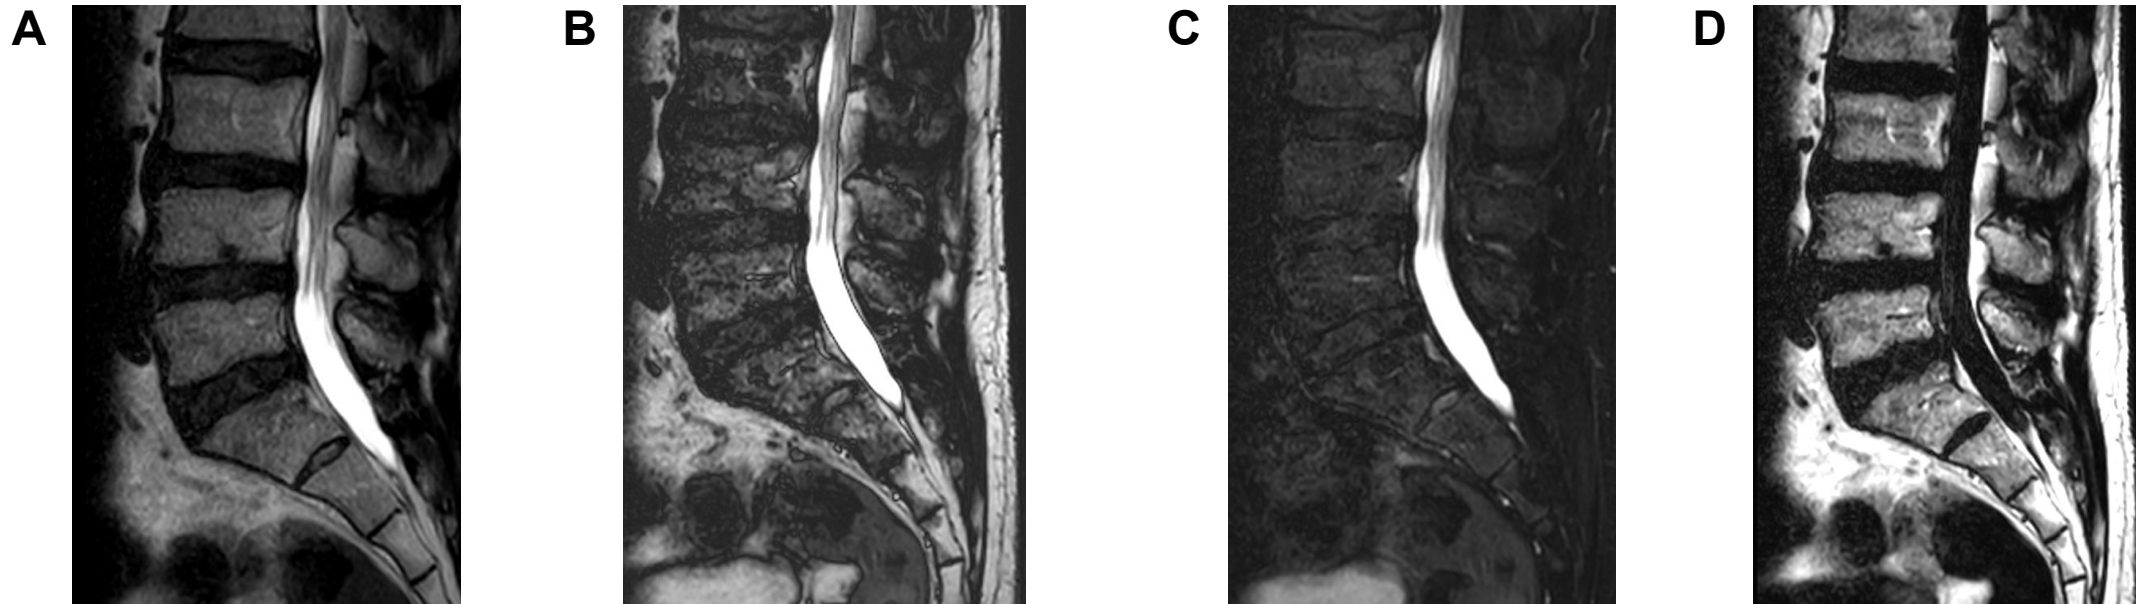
RM de columna lumbar con secuencia T2 DIXON sagital con imágenes: A. En fase. B. Fuera de fase. C. Solo agua. D. Solo grasa.
